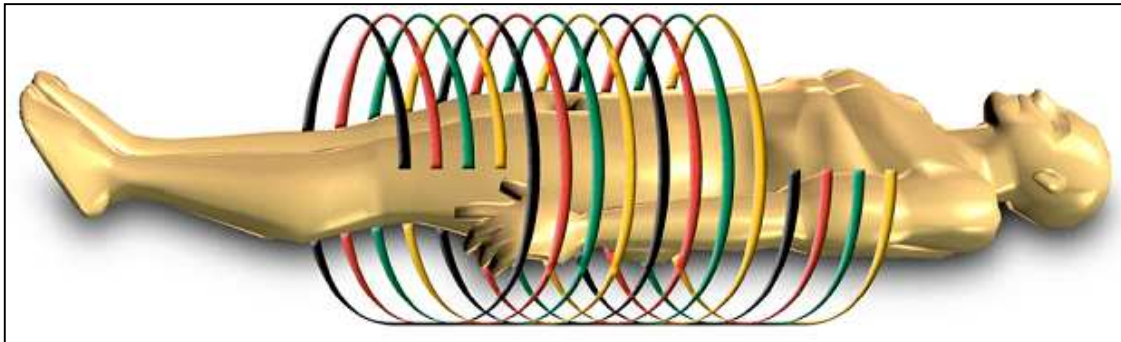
Mehrzeilendetektor-Spiral-CT. Gleichzeitige Abtastung von vier parallelen Schichten. [46]
